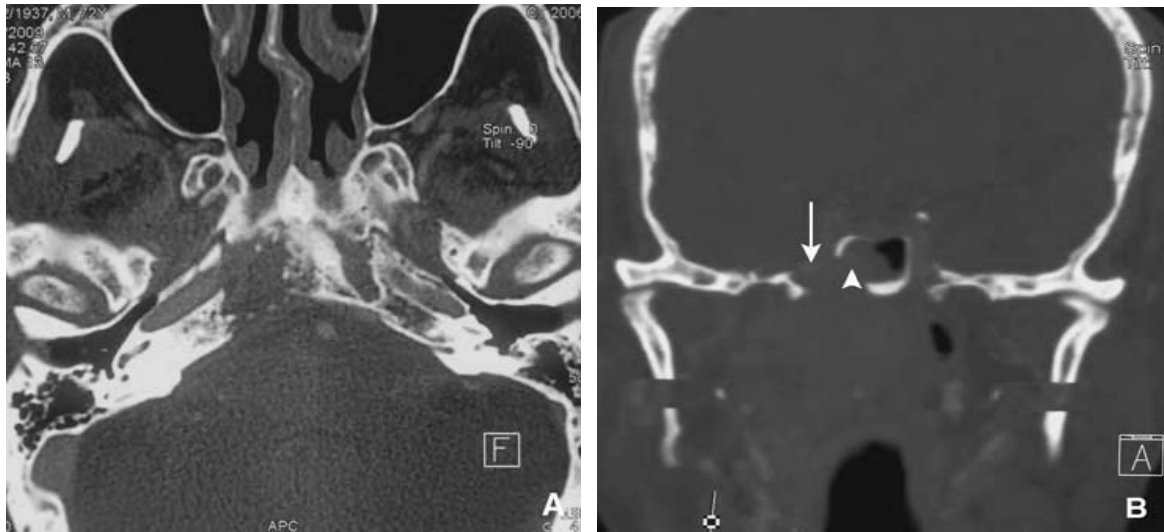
A. TDM avec injection. Coupe axiale. Extension antérieure à la fosse nasale droite, à la fosse ptérygopalatine qui est élargie et à la fosse infratemporale.
